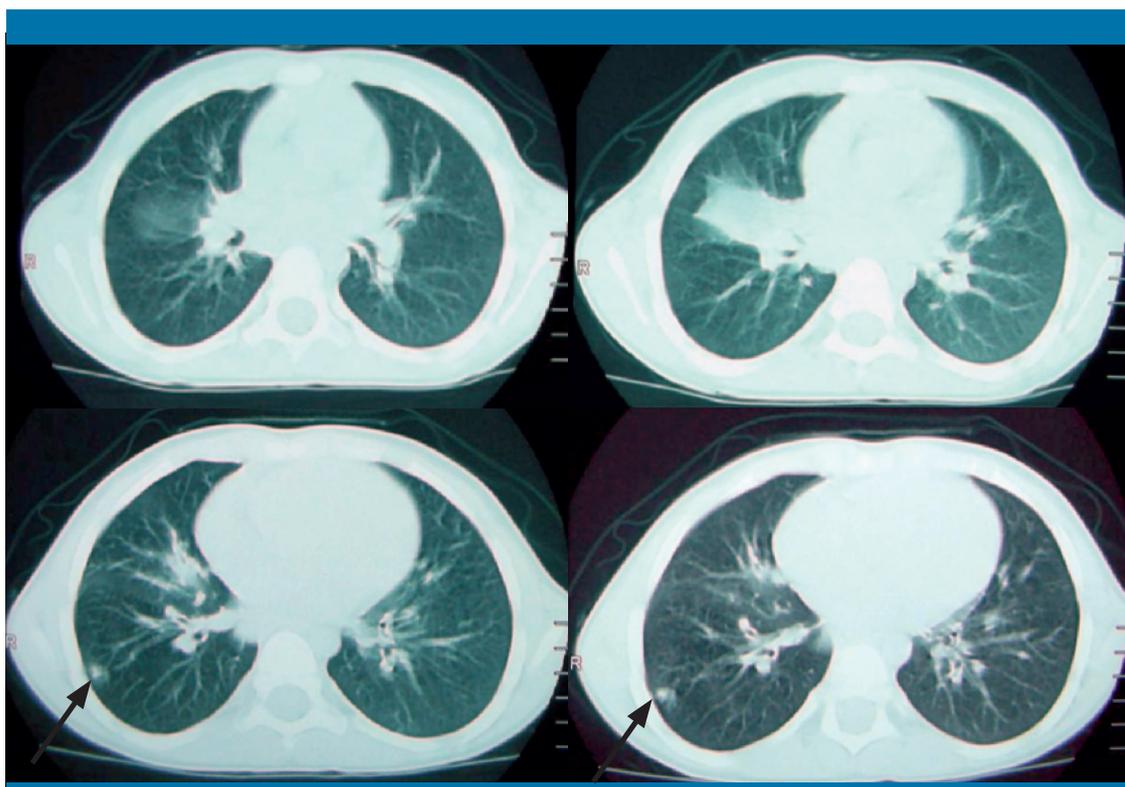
Tomografía computarizada. Área de consolidación alveolar con un tenue broncograma aéreo compatible con una atelectasia crónica del segmento lateral del lóbulo medio. Pequeño foco de consolidación alveolar subpleural en el lóbulo inferior derecho, de aspecto inflamatorio (flechas negras)
